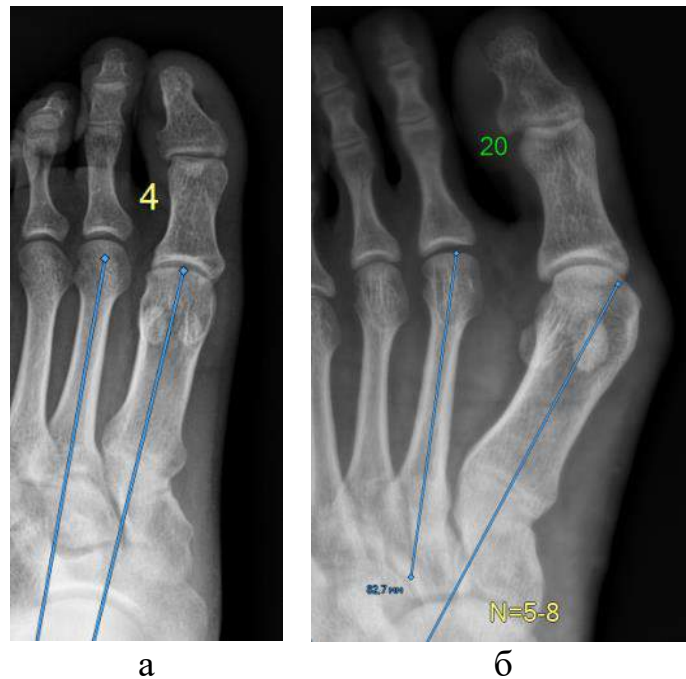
Фотовідбитки рентгенограм переднього відділу стоп з нормальним (а) та патологічним (б) показником кута варусного відхилення першої плеснової кістки.
